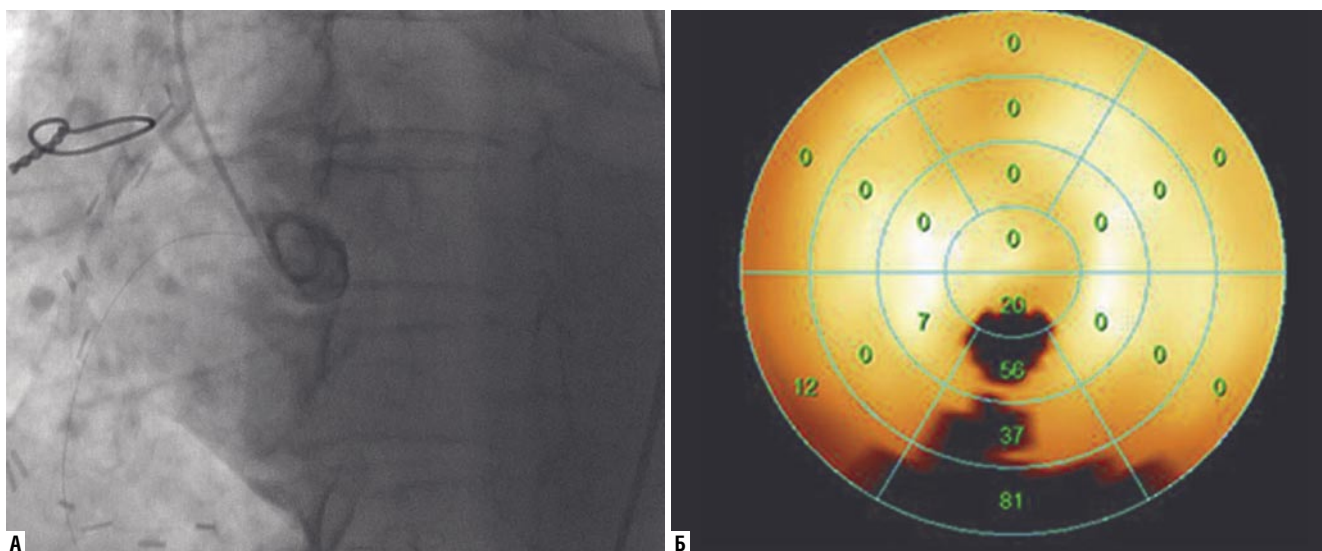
А — коронароангиошунтография через 1 год после изолированного выполнения аутоартериального коронарного шунтирования ПМЖВ, аутовенозного шунтирования ПКА. Окклюзия аутовенозного шунта к ПКА, аутоартериальный шунт к ПМЖВ функционирует. Б — синхро-ОФЭКТ этого же пациента через 1 год после реваскуляризации: отмечается дефект перфузии по задней стенке ЛЖ.
